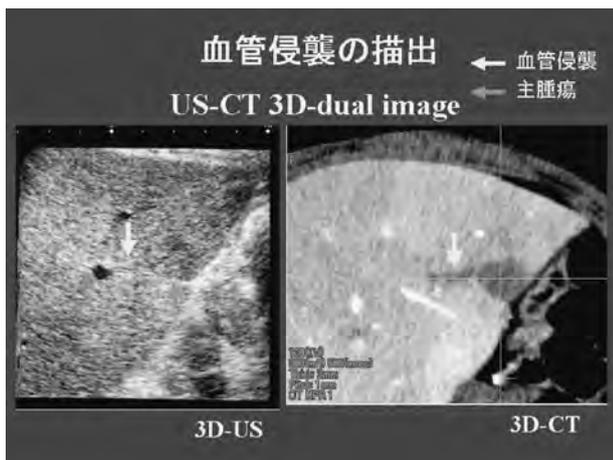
US-CT 3D-dual image による肝細胞癌および血管侵襲の描出
